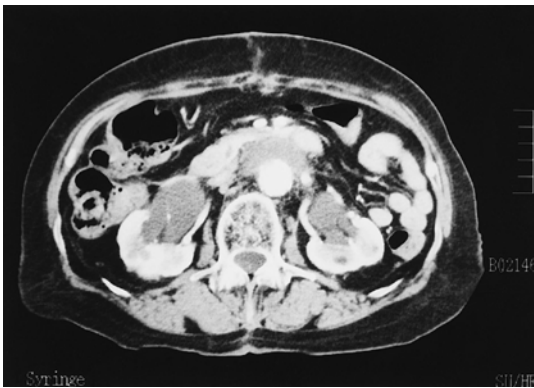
Abdominal CT scan reveals bilateral hydronephrosis (case 2)
